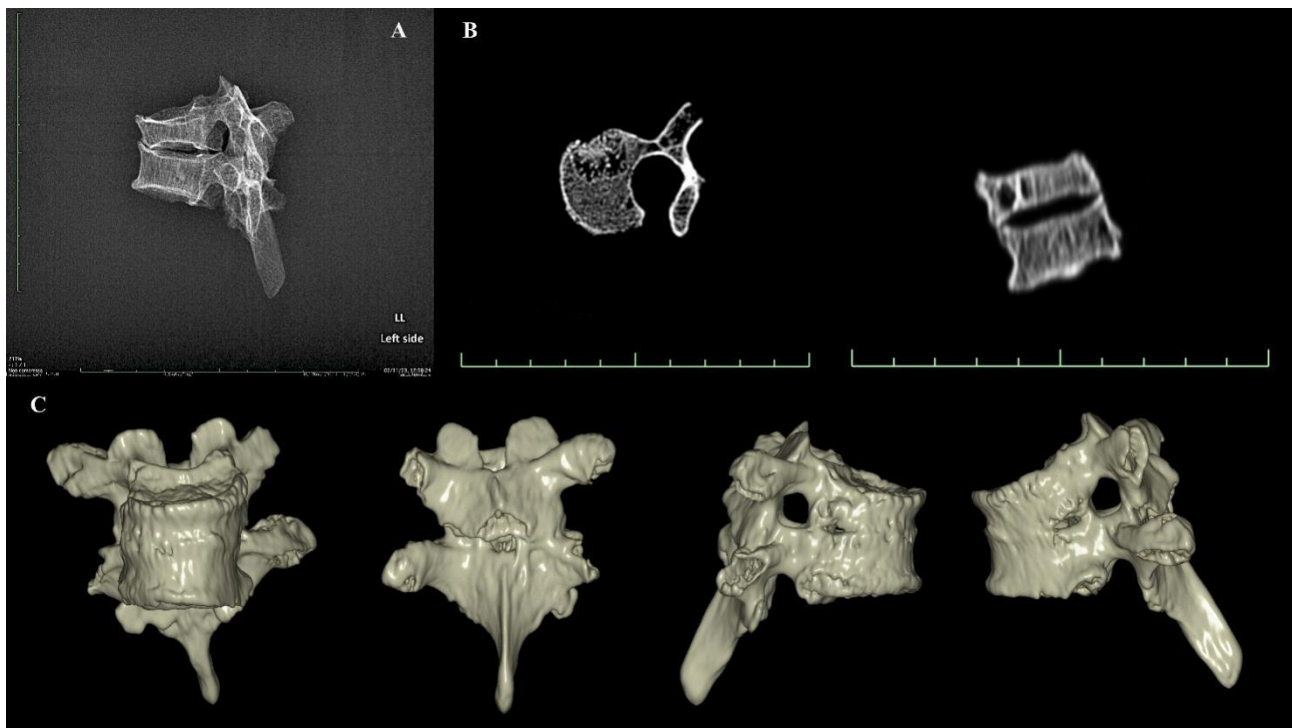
A: immagine radiografica in proiezione latero-laterale che mostra l'evidenza di cuneizzazione anteriore di T6; B: immagine TC di T6 in proiezione superiore (a sinistra), che mostra un ascesso del corpo vertebrale, visibile anche nella proiezione latero-laterale (a destra); C: immagine TC delle due vertebre toraciche.
